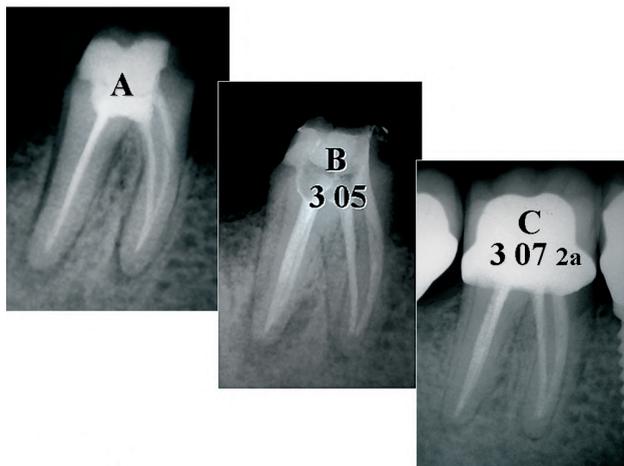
A: Radiografía preoperatoria. Molar inferior con un tratamiento endodóntico deficiente que presenta zonas radiolúcidas periapicales en ambas raíces dentarias. B: Radiografía posoperatoria inmediata en la que se observa la obturación de dos conductos distales. C: Radiografía posoperatoria a distancia, 2 años después, en la que se destaca la normalidad radiográfica periapical.
